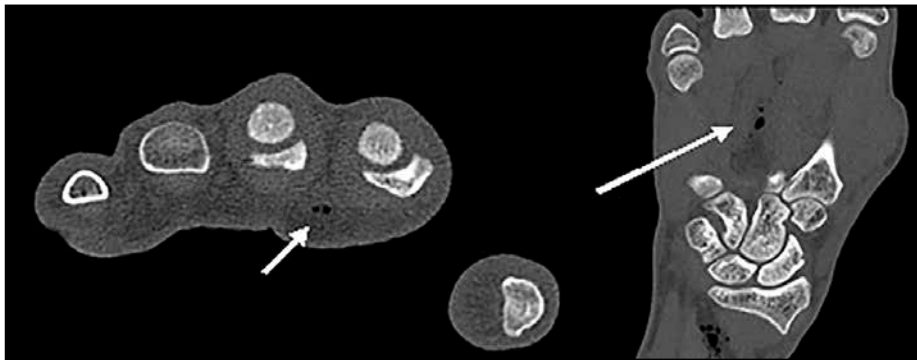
CT-scan in botsetting met midpalmair enkele luchtbellens/luchtconfiguraties (pijl) met toename van wekedelenzwelling. Klinisch te relateren aan DD/ fasciitisbeeld, infectieus of druk/explosief blastletsel.
